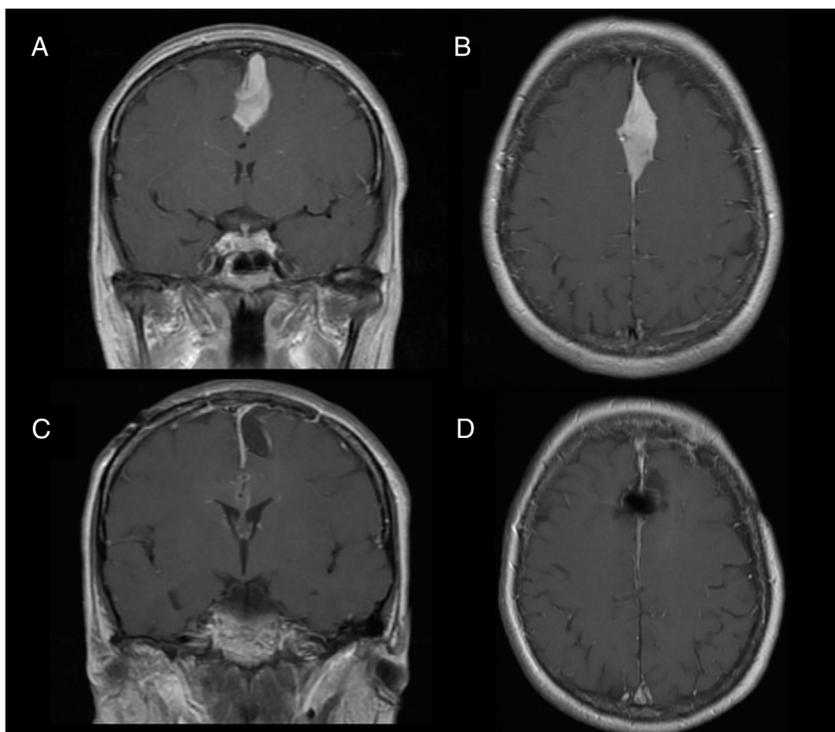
RM en secuencia T1 tras administración de contraste para el caso 1. A y B) Preoperatorio de la recurrencia tumoral (ingreso reciente). C y D) Control posquirúrgico.
